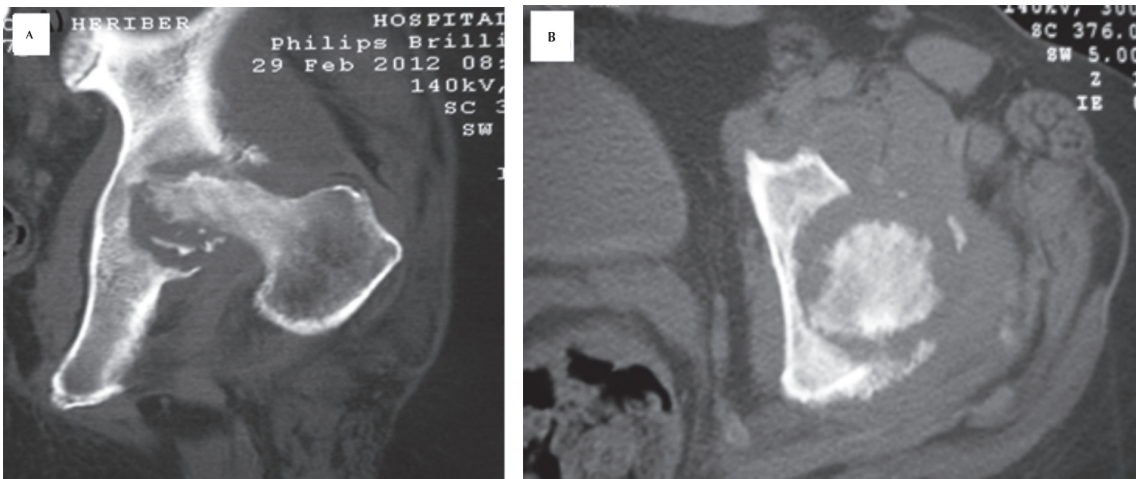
Tomografía axial computada. A) Corte sagital de cadera izquierda: gran destrucción de la cabeza femoral. afectación total del cartílago articular, tanto del acetábulo como del fémur; pérdida de esfericidad. B) Corte axial: pérdida de la esfericidad de la cabeza femoral y afectación del cartílago articular en ambas superficies articulares coxofemorales, gran destrucción de cabeza femoral.
